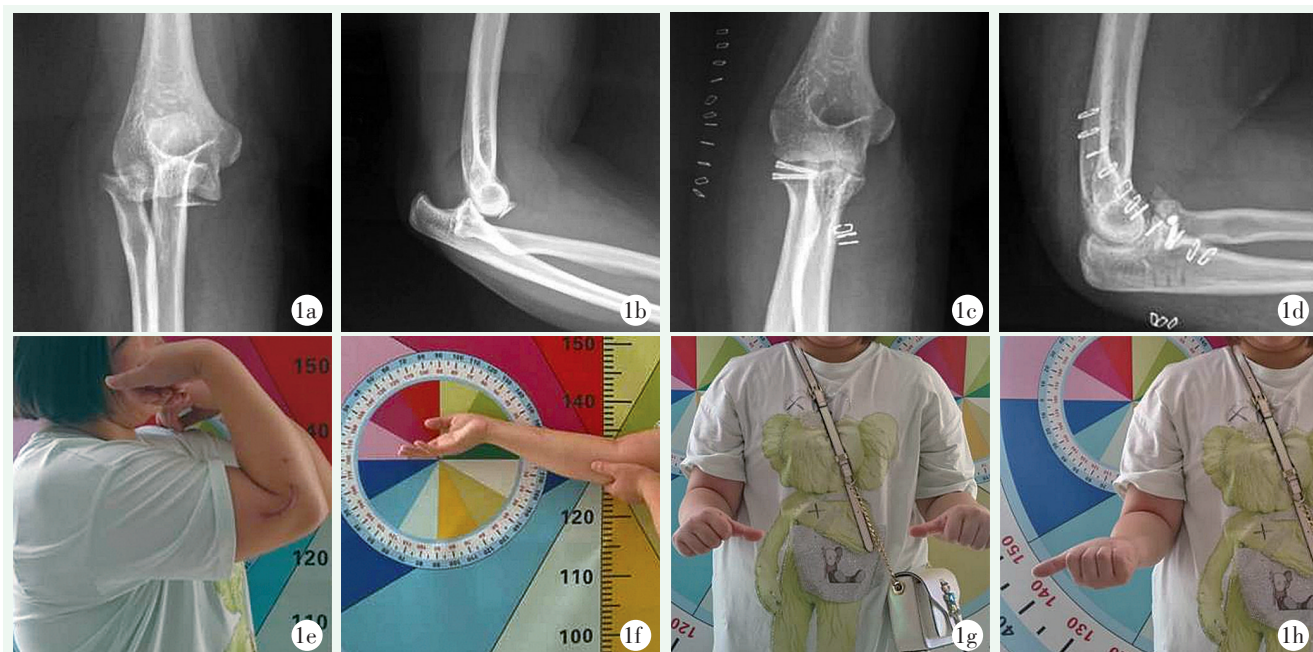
患者,女,31岁 1a:术前右肘关节正位X线片示肘关节脱位、桡骨头骨折、尺骨冠突骨折 1b:术前肘关节侧位X线片示肘关节前脱位,肱骨滑车前方可见冠突骨折块 1c:术后3个月正位X线片示2枚无头空心钉固定桡骨头骨折,关节对位可,无明显异位骨化 1d:术后侧位X线片示肱尺关节、肱桡关节对位可,尺骨近端可见套索缝合骨道,无明显异位骨化 1e~1f:术后3个月肘关节主动ROM 1g,1h:术3个月肘关节主动屈伸及前臂旋转活动良好
